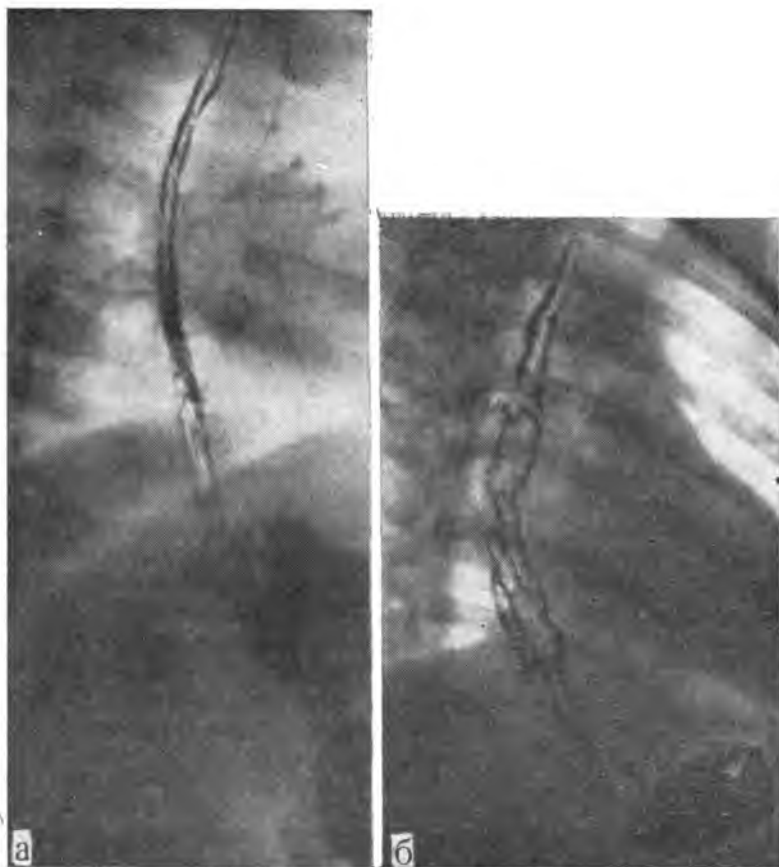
Нормальный пищевод (а) и варикозное расширение вен пищевода у больного с внепеченочной формой портальной гипертензии (б), просвет пищевода расширен, контуры «изъедены», видны множественные различной величины и формы дефекты наполнения. Рентгенограмма (исследование с бариевой взвесью).
